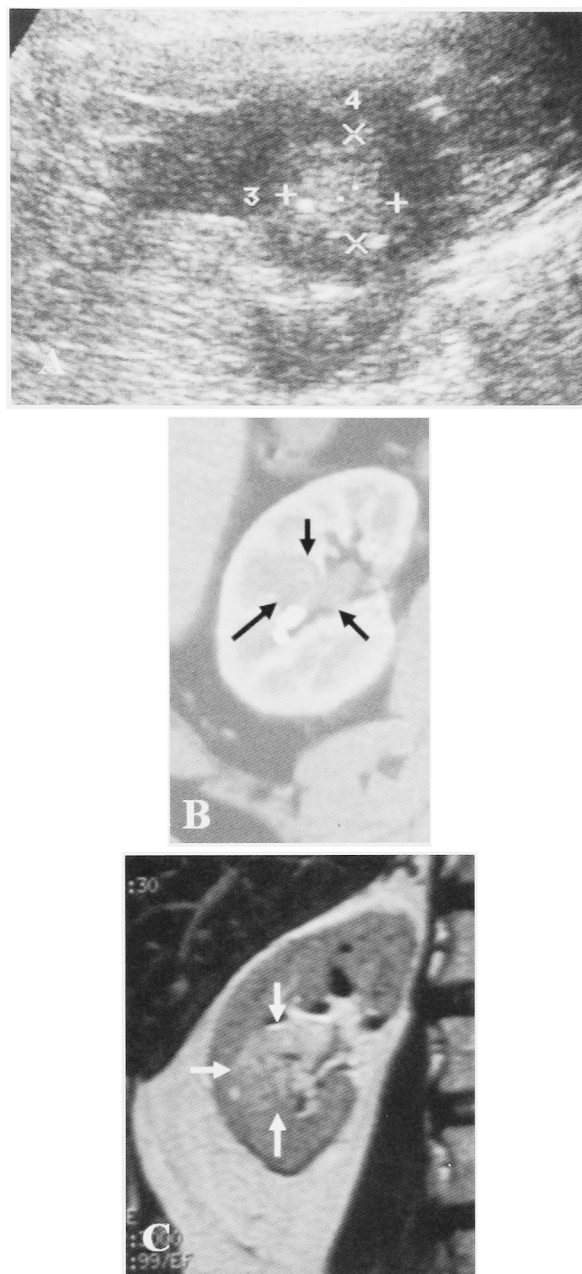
(A) US showed a hyperechoic heterogeneous mass. (B) Enhanced CT revealed the defect of the right renal pelvis (arrows). (C) MRI-T2 showed a high intensity mass (arrows).
